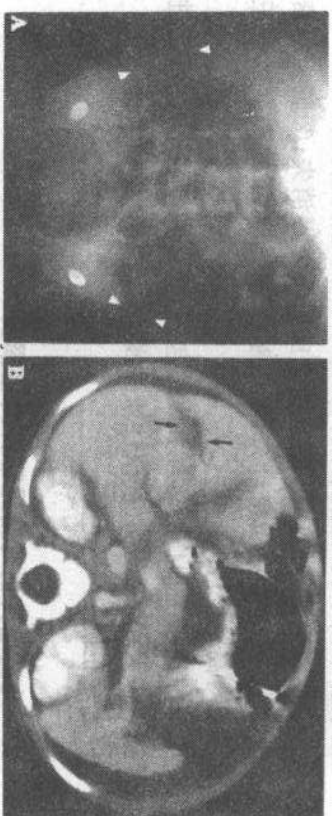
肝破裂导致腹腔积血和致命性出血。此 18 个月大的小儿入院时已经死亡,没有虐待伤的外部体征。正位腹平片(A)显示积气的肠道向中央部移位,与腹膜外脂肪带间的距离加大(箭头),这是由于肝脏大的破裂引起腹腔内积血(无柄箭头)所致。另一例小儿的 CT 片(B)显示肝右叶破裂(箭头)和腹水
